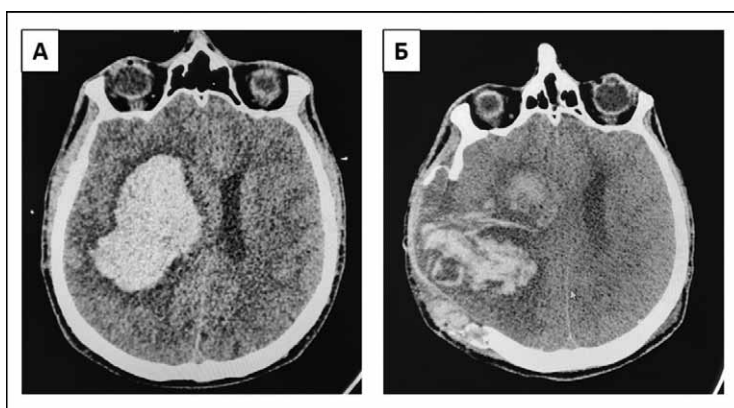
Компьютерная томография пациента Я. 56 лет: А — до операции, Б — через 12 часов после операции.
